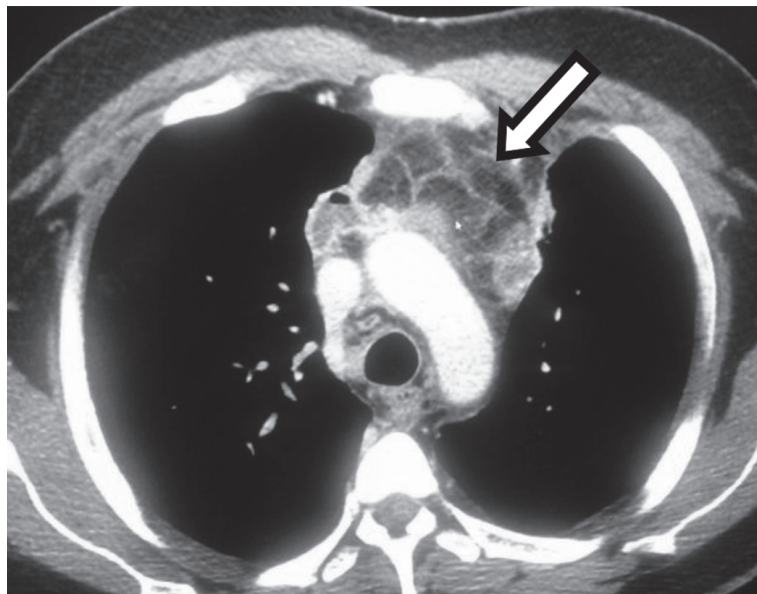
Tomografía de tórax corte axial. Ensanchamiento de mediastino anterior con edema difuso de la grasa mediastinal, líquido tabicado y varias colecciones de aspecto inflamatorio.
